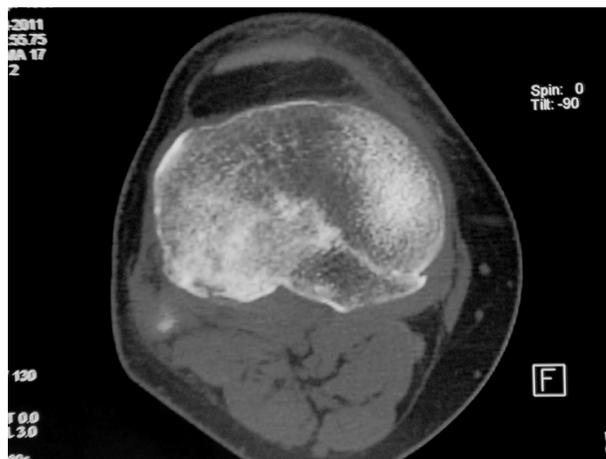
Corte de tomografia computadorizada que evidencia fragmento posterior desviado.
